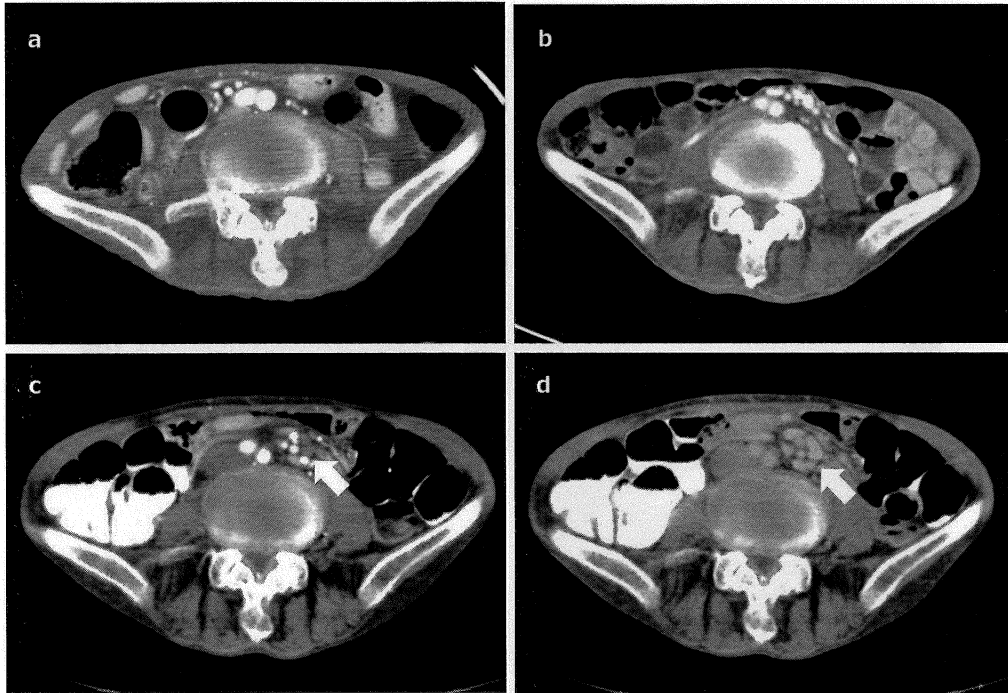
a, b : A CT scan showed no particular findings, including whirl signs and clustering of small intestine loops. c (early phase), d (delayed phase) : A CT scan showed a volvulus of mesenteric vessels (whirl sign) .
